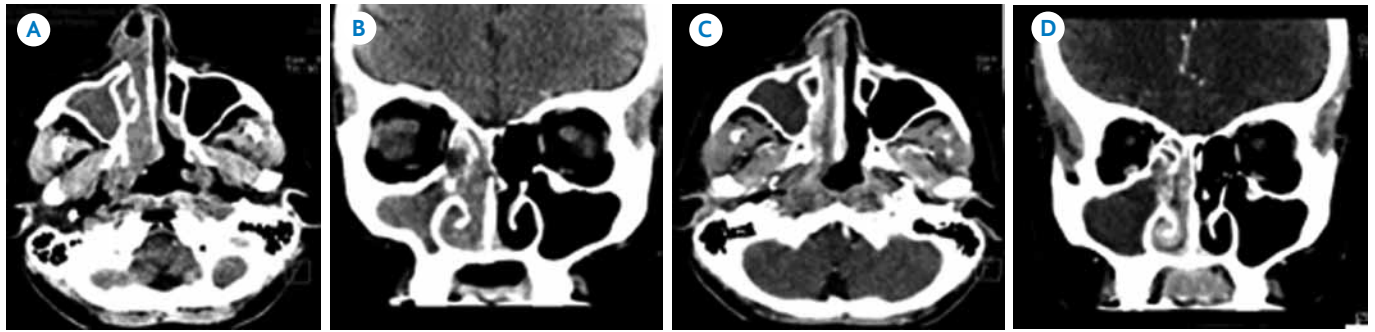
Mujer de 75 años con linfoma nasal. A) Tomografía en fase simple, corte coronal: lesión de aspecto polipoideo en densidad de tejido blando localizada en cavidad nasal derecha, infiltrando el resto de la cavidad nasal. B) Tomografía en fase simple, corte axial. Hay extensión de la lesión hacia la pared lateral derecha de la nasofaringe y seno maxilar ipsilateral. C) Tomografía con ventana ósea, corte coronal, hay destrucción y erosión de cornete medio e inferior derecho, así como lamina perpendicular del etmoides. D) Tomografía con ventana ósea, corte axial: erosión y destrucción óseas referidas.
